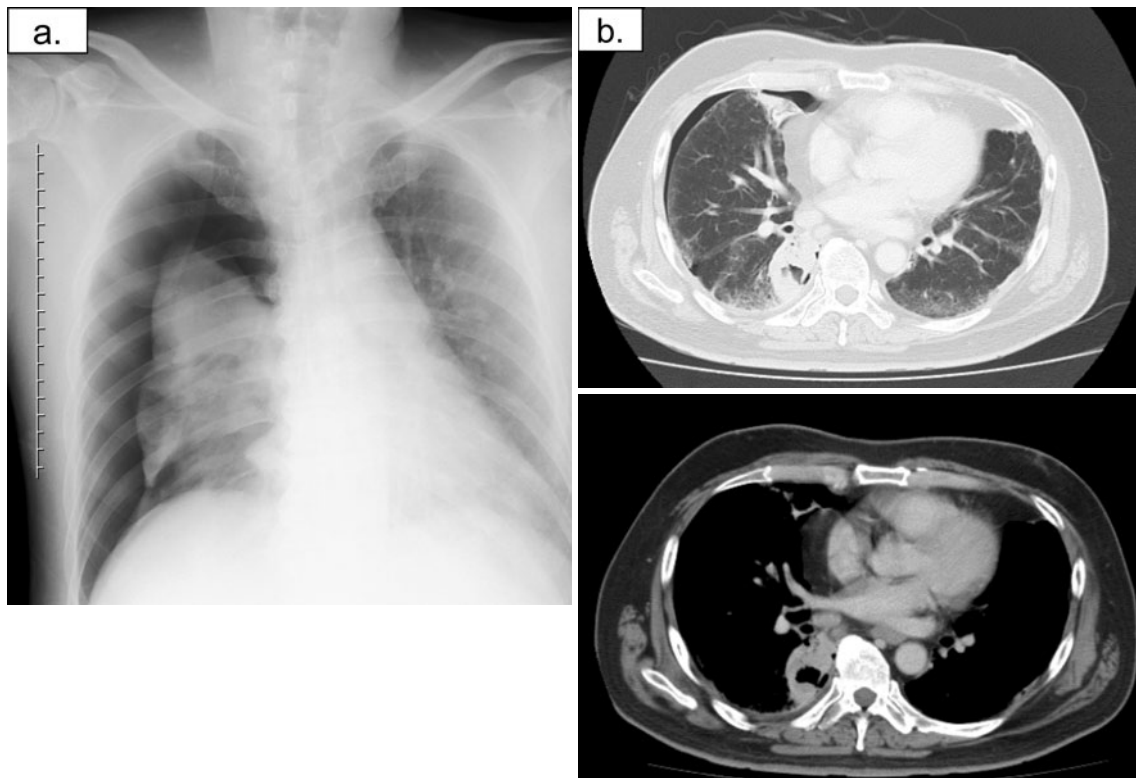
(a) A right pneumothorax appeared on chest X-ray film at 18 days after the initiation of chemotherapy. (b) A chest CT scan shows a right pneumothorax and a cavity in the primary tumor.
